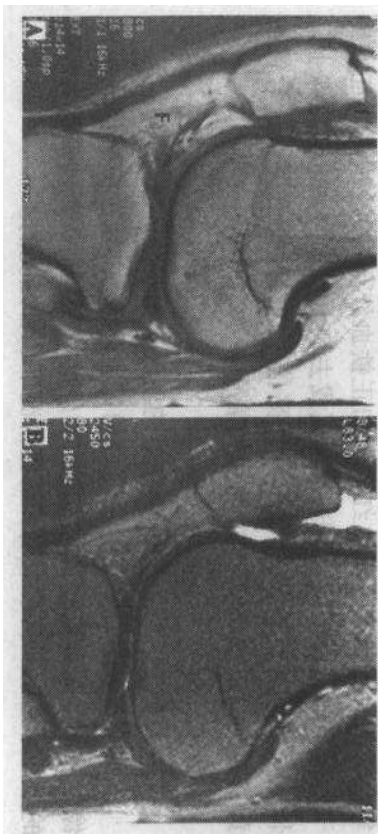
MRI 信号强度。膝关节矢状位 A——T1 加权像和 B——T2 加权像
